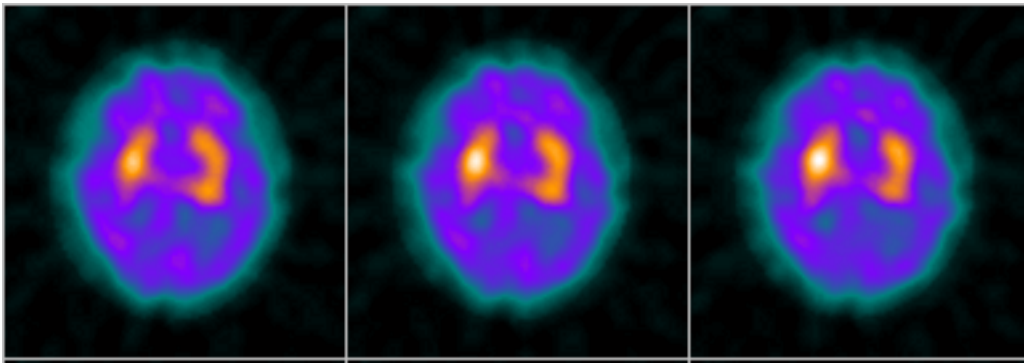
$^{123}\text{I}$ -IBZM-SPECT eines Patienten mit einem Parkinson-Plus-Syndrom
